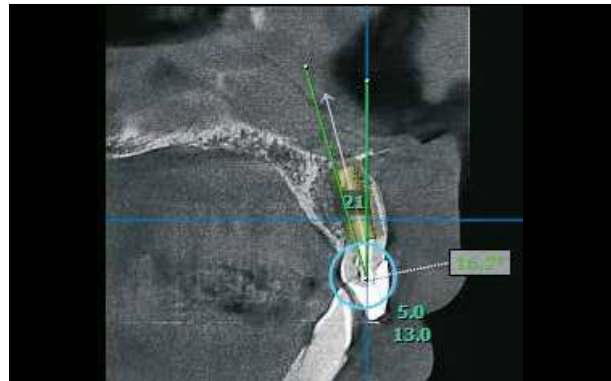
Röntgenologische Implantat-Planung.
